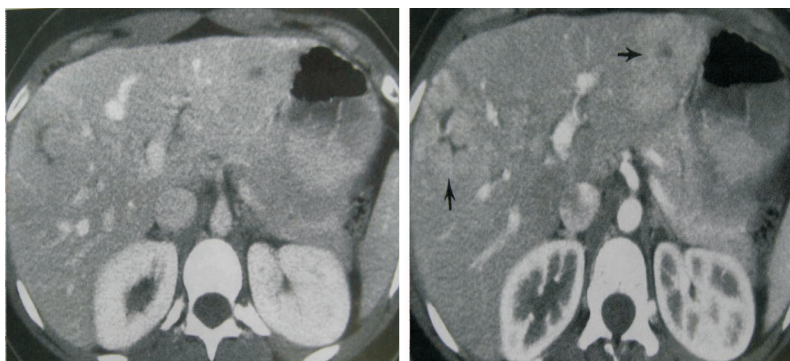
Tomografía axial computarizada de hígado con hiperplasia nodular focal.
